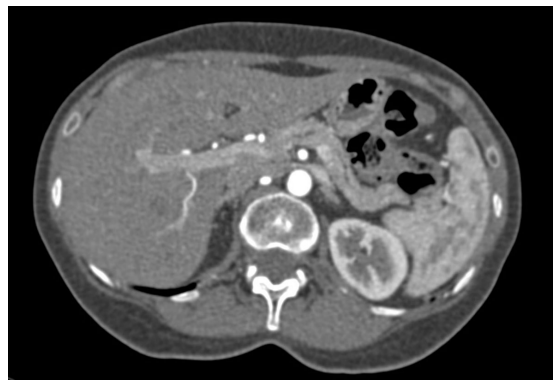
Angiotomography demonstrating compression of the left renal vein.
